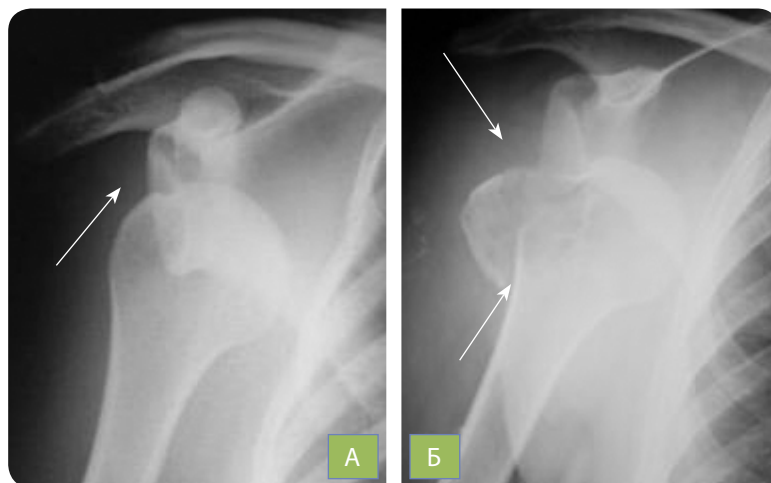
Рентгенограми: а) передній вивих плеча, б) передній вивих плеча з переломом великого горбика плечової кістки (переломовивих)
